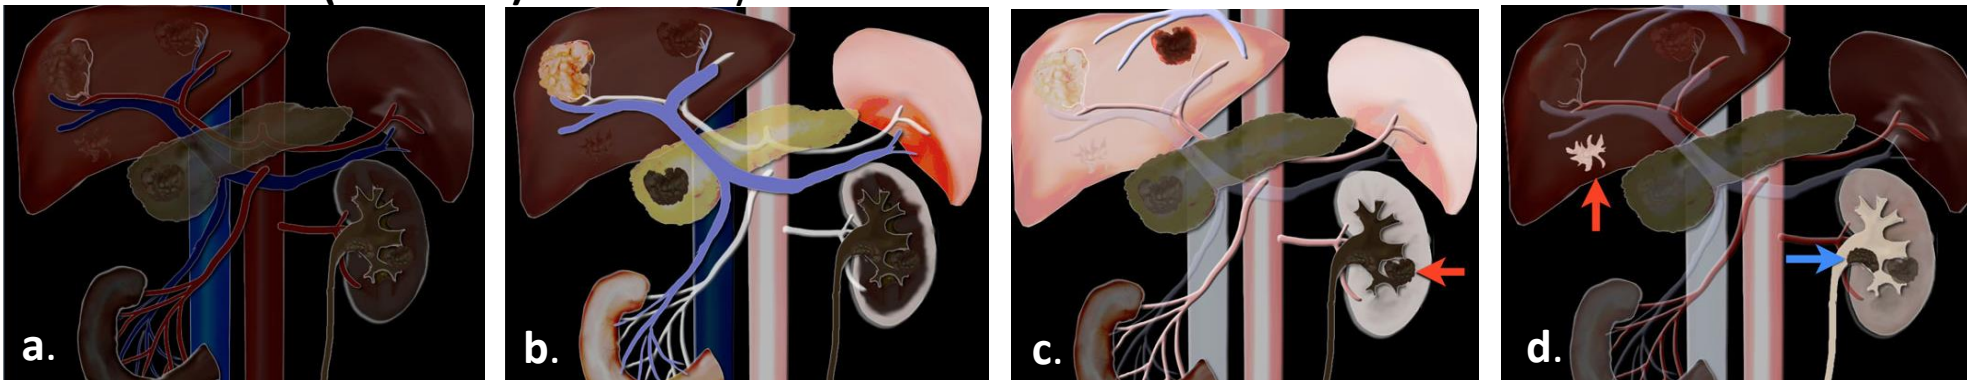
Protocolo estandarizado de TC. The Radiology Assistant: CT contrast injection and protocols
